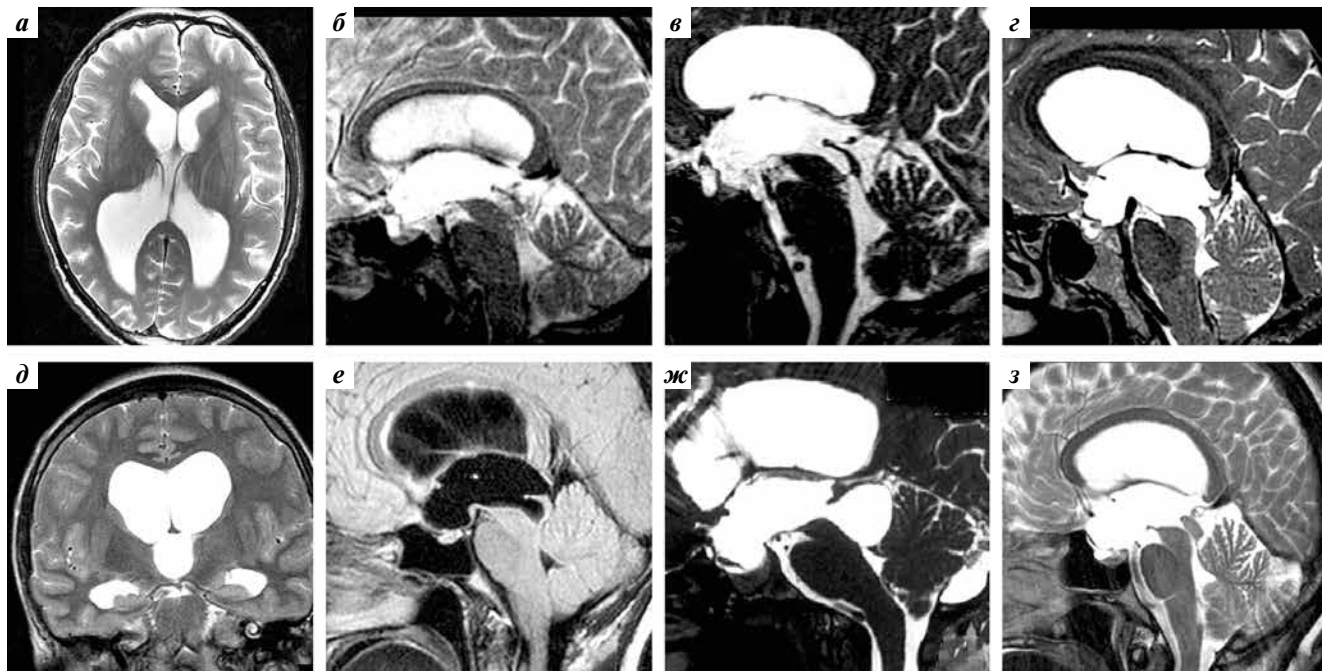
Гидроцефалия при стенозе водопровода мозга (ВМ) (АН2а): а — аксиальная томограмма в режиме T2 демонстрирует расширение боковых желудочков при четкой равномерной выраженности конвексимальных субарахноидальных пространств; б — сагиттальная томограмма в T2 создает ложное впечатление о проходимости ВМ, при этом контуры III желудочка сглажены; в — сагиттальный срез в режиме цистернографии верифицировал мембрану в каудальных отделах ВМ; г — типичная картина обструкции ВМ: расширение боковых и III желудочков, просвет ВМ закрыт мембраной в каудальных отделах, ростральные отделы расширены, премамиллярная мембрана имеет ВМ, миндалины мозжечка пролабируют в большое затылочное отверстие, субарахноидальные пространства задней черепной ямки сдавлены; д — фронтальный срез в режиме T2: расширены боковые и III желудочки, компримированы конвексимальные субарахноидальные пространства; е — вариант стеноза ВМ с более выраженным расширением его ростральных отделов, чем на изображении «г»; ж — сагиттальный срез в режиме T2, представляющий картину далеко зашедшего стеноза ВМ: резко расширен весь ВМ, за исключением участка сужения его наиболее каудального отдела; з — стеноз ВМ в результате утолщения четверохолмной пластинки, сигнал от нее в режиме T2 изointенсивен мозгу, что обычно позволяет исключить глиому
